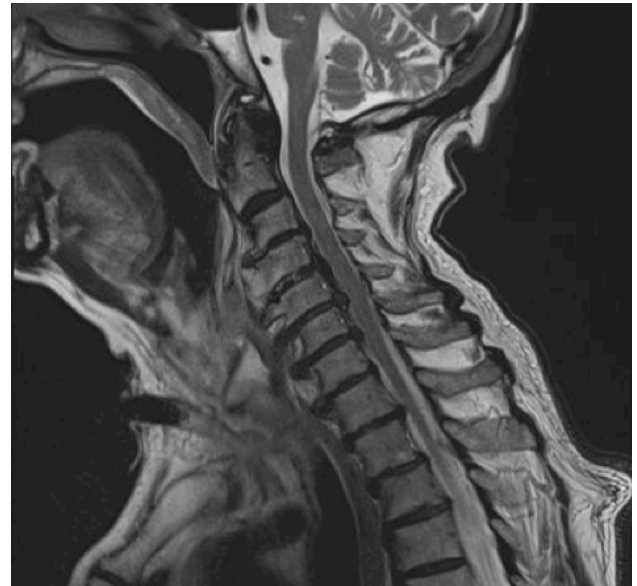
y 2B: RMN de columna cervical: Hiperostosis idiopática esquelética difusa. Expansión discal difusa multisegmentaria en el tramo C2-C6 que causa estenosis del canal espinal y de los agujeros de conjunción. El cordón medular acomoda su trayecto al rectificado contorno del canal espinal, existiendo obliteración de los espacios perimedulares en múltiples niveles y en C5-C6 leve impronta compresiva. En conjunto no parecen existir claros indicios de mielopatía compresiva. Destaca hipertrofia ligamentaria o sinovial de espacios periodontoideos sin llamativo compromiso de canal asociado.
